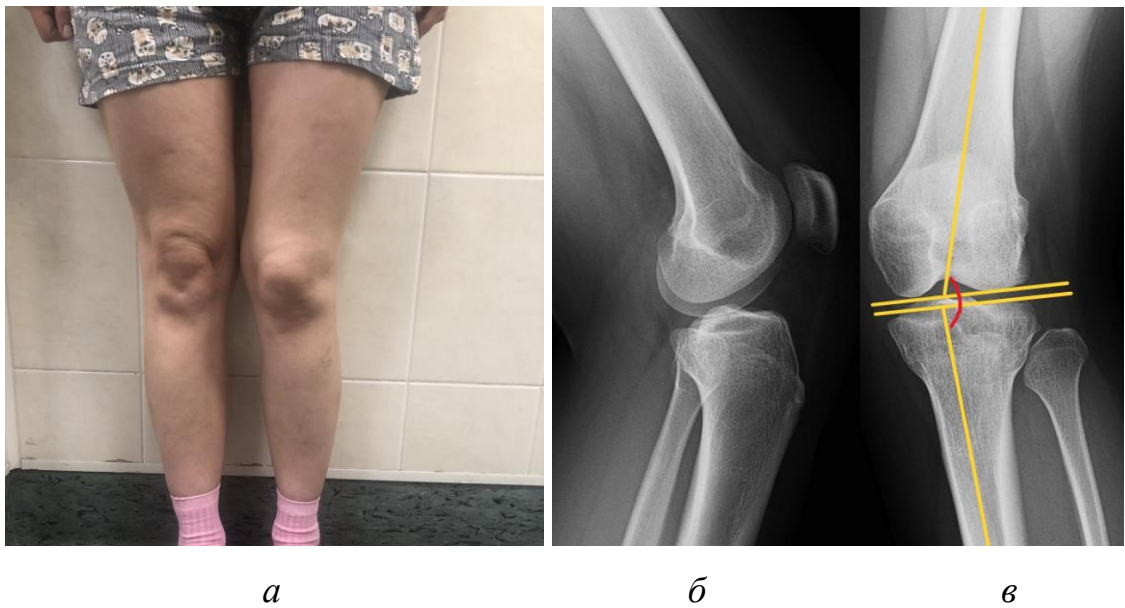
Пациентка К., 21 год, и рентгенограммы ее левого КС с привычным вывихом надколенника: *а* — внешний вид конечности пациентки; *б* — боковая проекция; *в* — вальгусная деформация в области КС, анатомический бедренно-большеберцовый угол 168° (отмечен красной линией) (прямая проекция)
